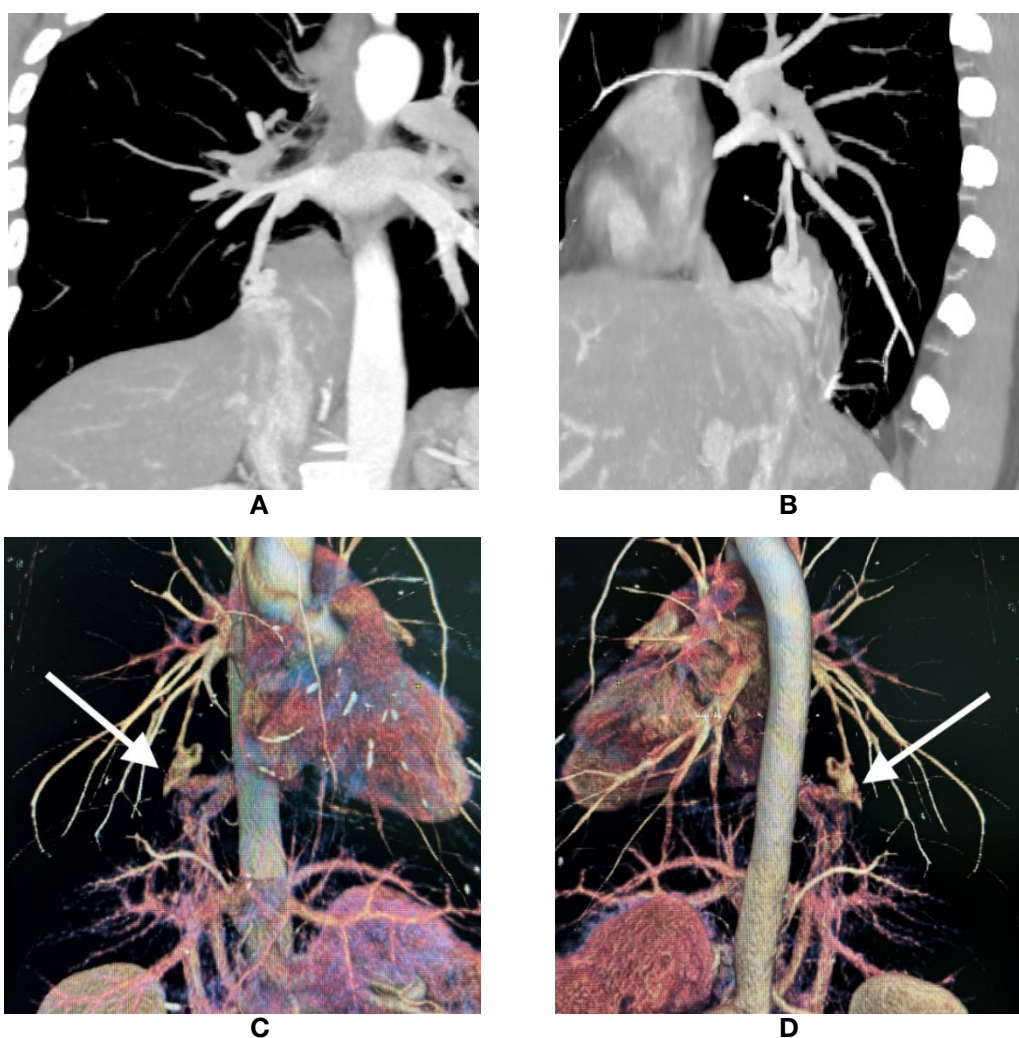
Блуждающая ветвь правой лёгочной вены. МСКТ-изображения (коронарная и сагиттальная проекции) и 3D-визуализация: A, B – артериальная фаза исследования; C, D – 3D-визуализация, извитая нижнедолевая ветвь правой легочной вены, имеющая сообщение с нижней полую веной (показано стрелкой)
